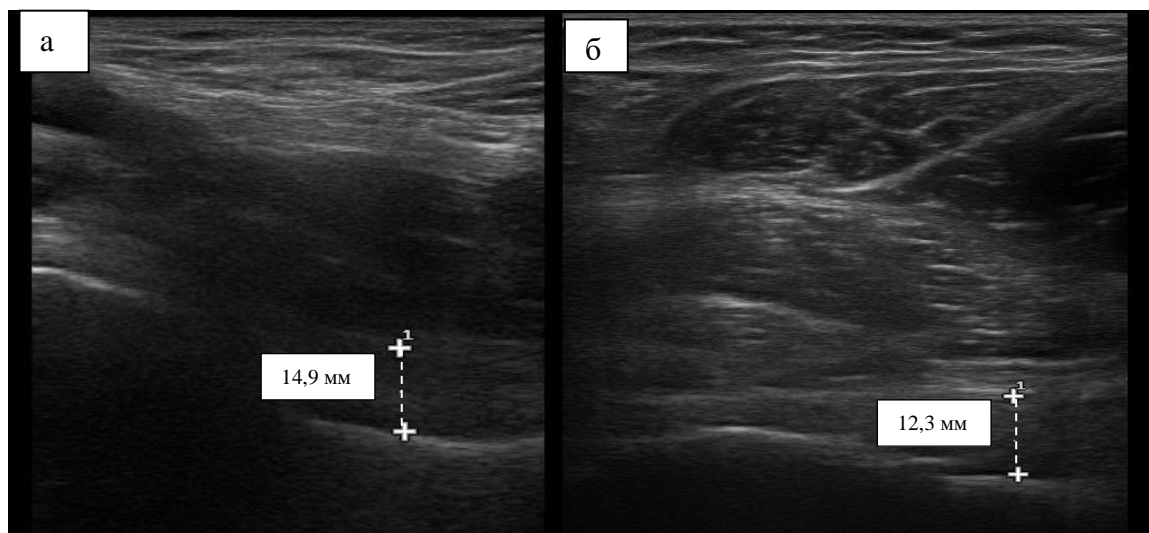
Больной Г. УЗИ левого ТБС (стрелкой отмечено щечно-капсулярное расстояние):
